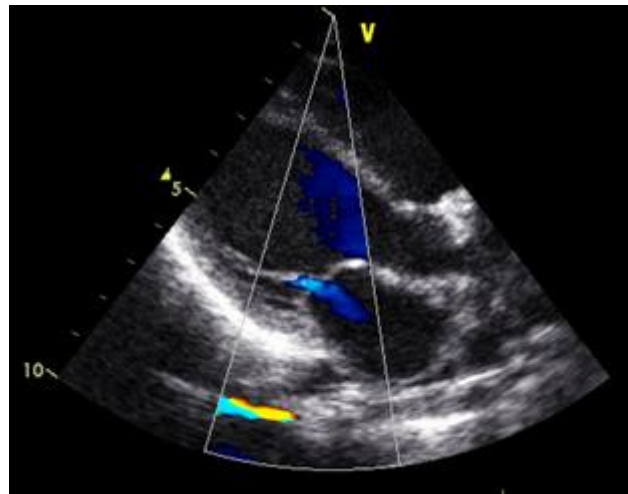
écho-Doppler cardiaque montrant une fuite mitrale minimale (Cas numéro 21 de notre série - Service de Pédiatrie - CHU Hassan II - Fès).
